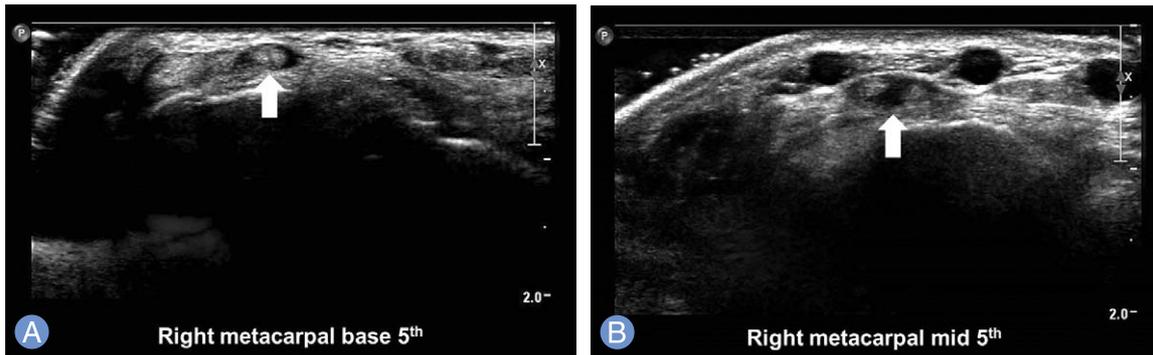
In real time ultrasonography, extensor digiti minimi (white arrow) was observed as a single tendon at the base of fifth metacarpal bone (A), but it was divided into two slips as it progressed distally (B).
